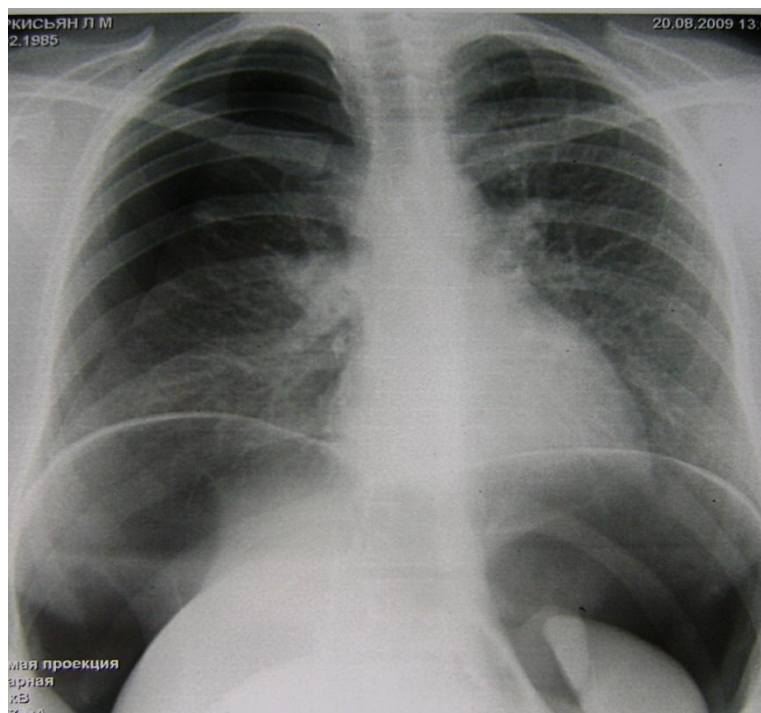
Обзорная рентгенограмма пациентки С. во время комбинированной коллапсостерапии (ПП + ИП справа). Правое легкое коллабировано на 1/3 объема плевральной полости, пневмоперитонеум.
